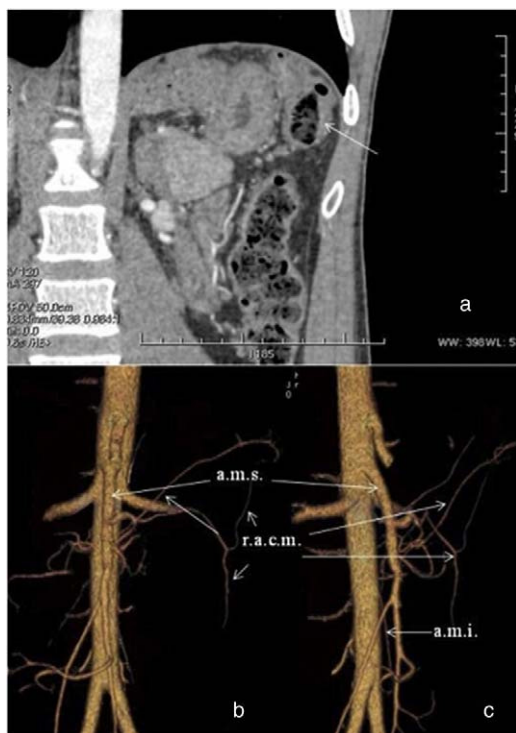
Angio TC. a) Engrosamiento mural en ángulo esplénico de colon (flecha). b) Visión frontal. c) Visión lateral. a.m.i.: fina arteria mesentérica inferior; a.m.s.: arteria mesentérica superior; r.a.c.m.: ramas de la arteria cólica media irrigando el ángulo esplénico de colon.
